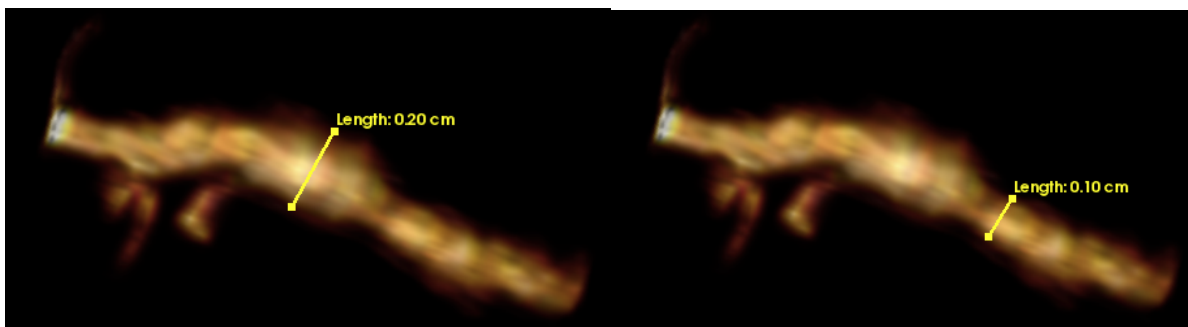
3D-Darstellung der Mäuseaorta (MRT) in Originalskalierung mit zentral gelegenem Aneurysma und Abmessung von 2 mm im Größten Durchmesser im Vergleich zu 1 mm für das restliche Gefäß.
